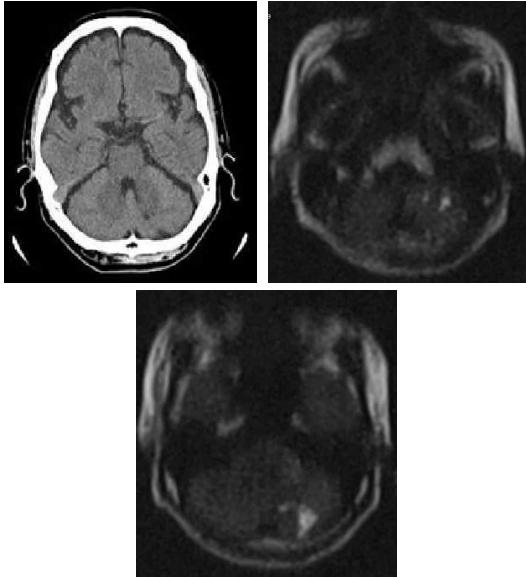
Brain CT and MRI (DWI).
